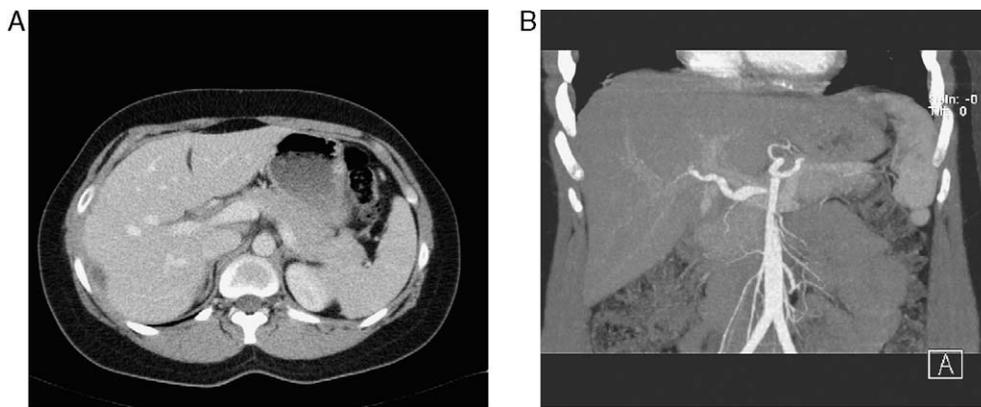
A) TC de control al mes. Resolución ad íntegrum del hematoma subcapsular con mínima banda residual y con perfusión hepática homogénea. B) Reconstrucción MIP coronal de la angio-TC que muestra permeabilidad de la arteria hepática.
